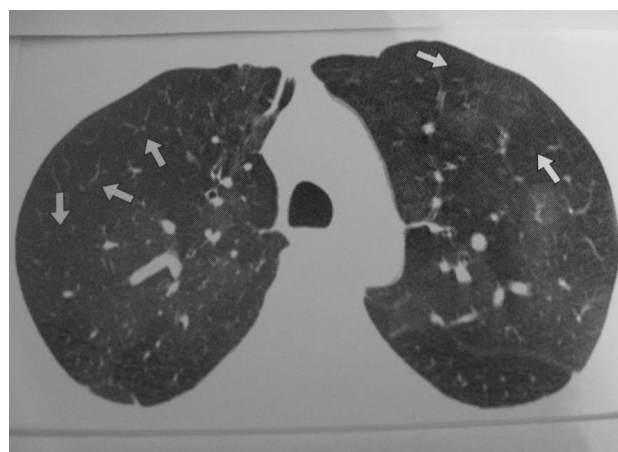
Компьютерная томограмма высокого разрешения на выдохе: регионы «воздушных ловушек» (обозначены стрелками)
